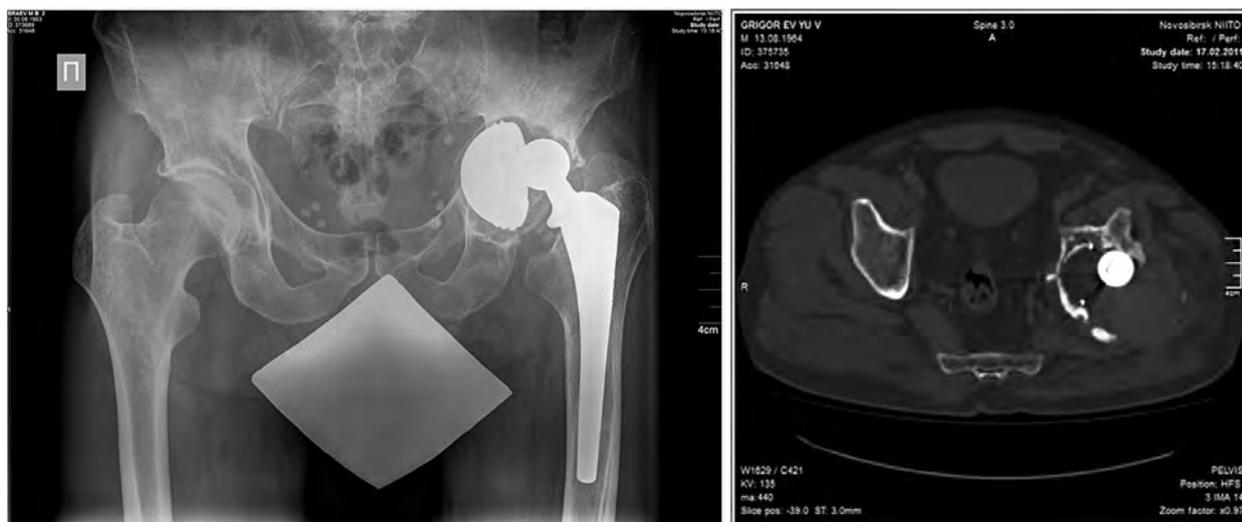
Рентгенограмма и МСКТ левого тазобедренного сустава больного И. при поступлении.
